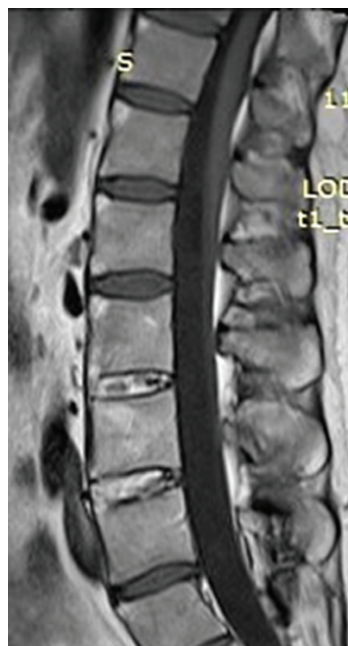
МРТ поясничного отдела позвоночника в режиме T1: показаны структурные изменения в телах поясничных позвонков; жировая дистрофия костного мозга в передних и задних углах тел позвонков (снимки из фильмотеки А.В. Смирнова)
